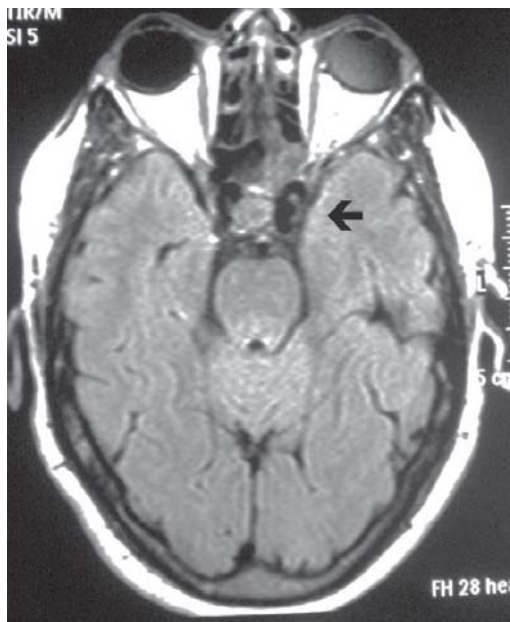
Caso No. 3. Angiorresonancia donde se observa pérdida de la morfología habitual de la carótida interna izquierda (flecha blanca), por la FCCD.
